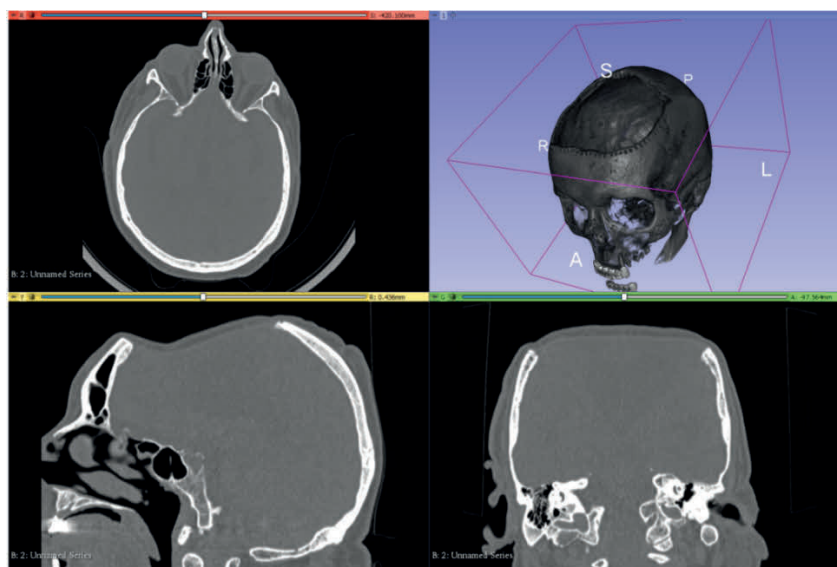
Виртуальная модель свода черепа по данным СКТ пациента
